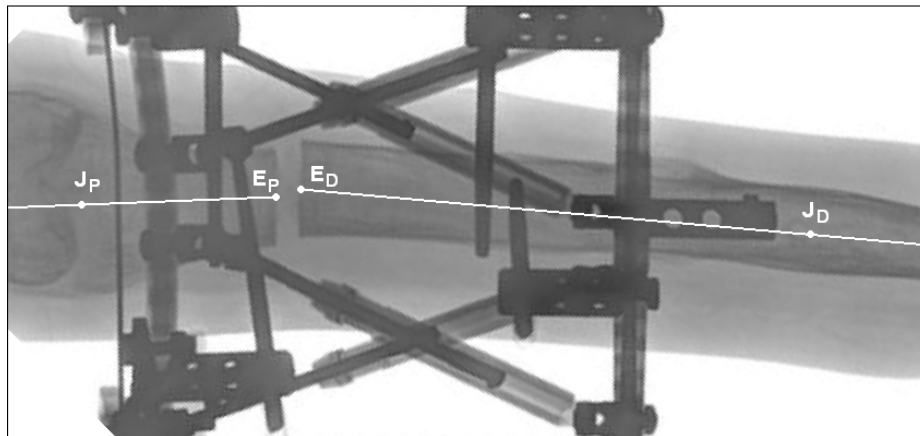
Puntos localización que definen los extremos y ejes de los huesos sobre una radiografía. E = Extremo, J = eje, P = Proximal.
